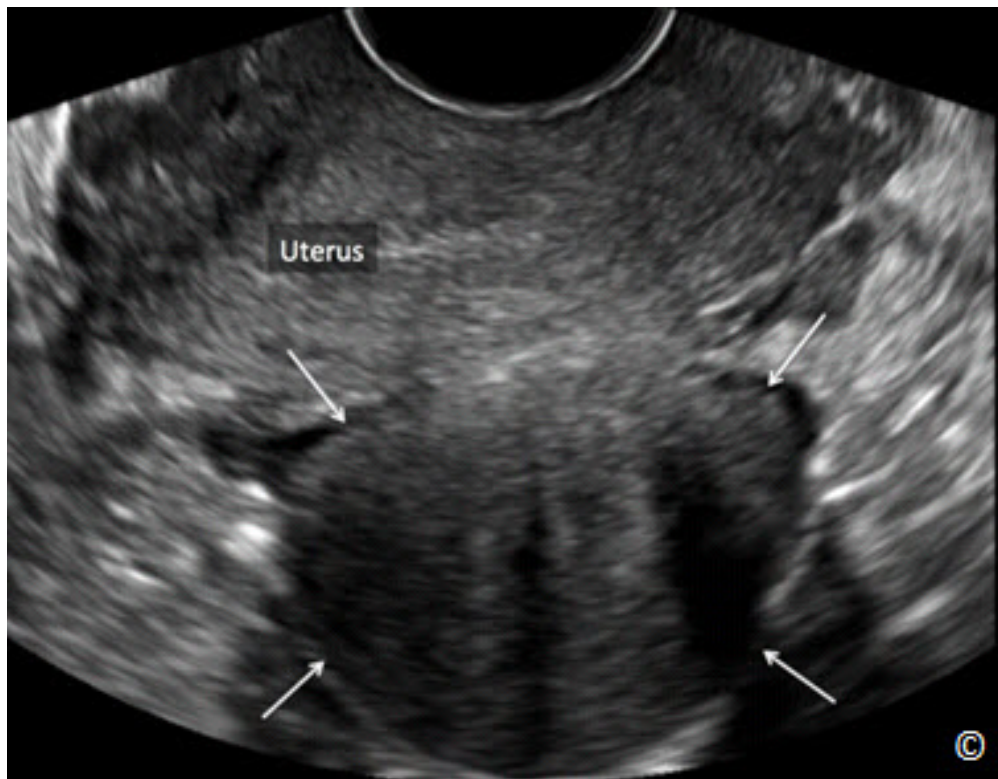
Ultrasonido transvaginal en un plano medio sagital del útero mostrando un leiomioma pedunculado (flechas) localizado posterior al útero. El fondo uterino está rotulado para la orientación de la imagen. Véase la Tabla 11.6 para las características ecográficas.
